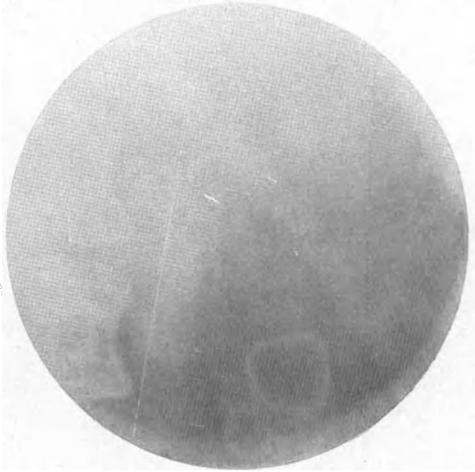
Röntgenbild (Negativ), Gallensteine, Ringform. (Aufnahme von J. Schütze.)
